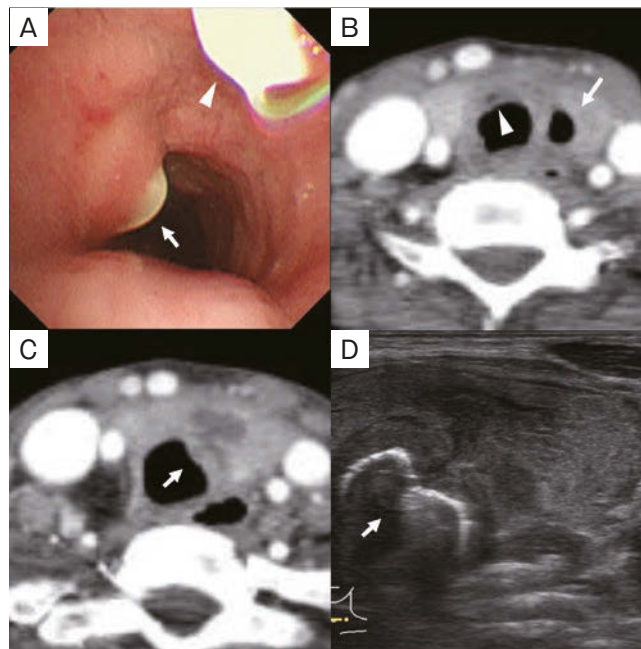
Thyroid abscesses complicated by tracheal fistulae. (A) Bronchoscopic findings showed two tracheal fistulae (arrowhead and arrow). (B, C) Contrast-enhanced CT showed a low-density area in the thyroid isthmus and left lobe with air and deformed trachea. The arrowhead shows an abscess in the thyroid isthmus and the arrows show an abscess in the left thyroid lobe. (D) Ultrasonography findings showed a low echoic area (19×13×9 mm) in the left thyroid lobe with a deformed trachea (arrow).
